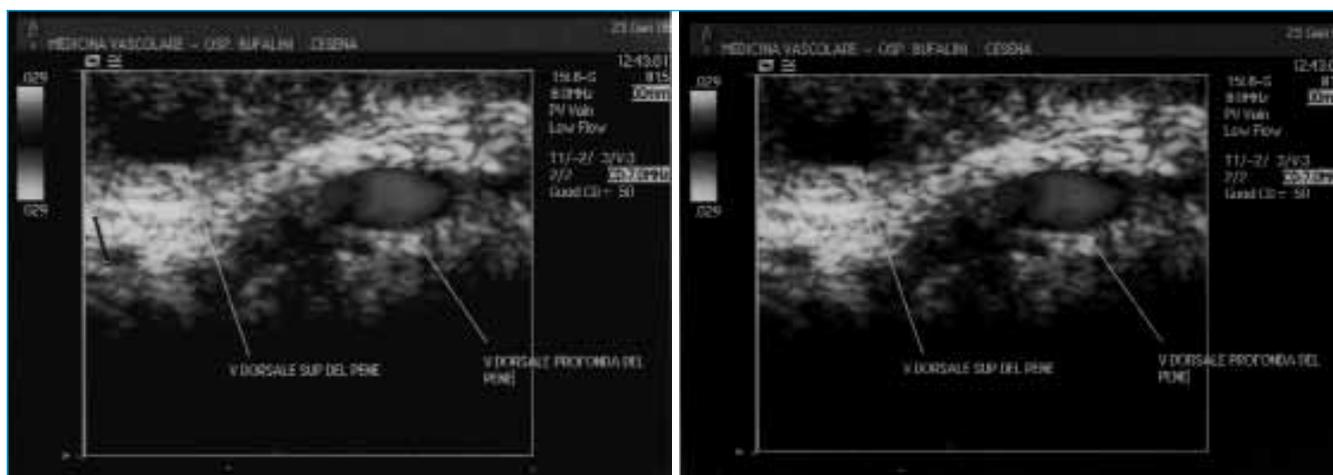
Ecodoppler penieno
